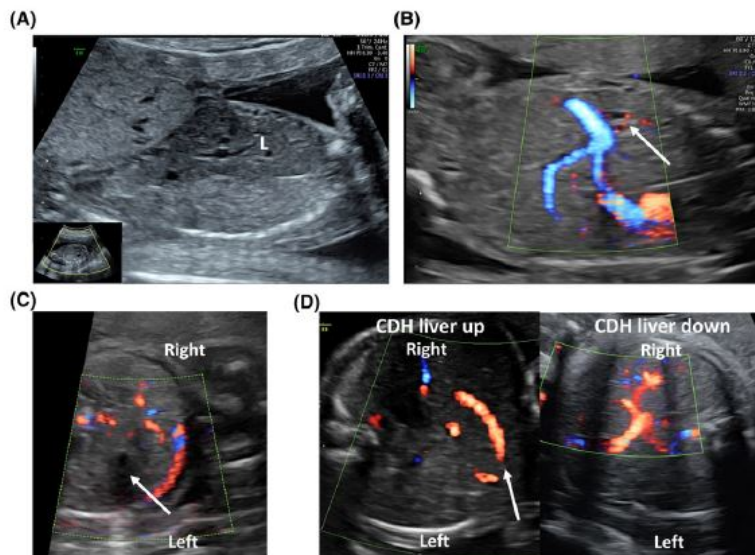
Ultrasound evidence of liver herniation in left-sided congenital diaphragmatic hernia (CDH) cases. A, Sagittal section of the fetal abdomen and thorax demonstrating liver herniation (L). B, Visualization of the hepatic vessels above the diaphragmatic edge (arrow). C, The gallbladder (arrow) is identified as a Doppler-negative, anechoic structure inside the liver. As a consequence of the herniation and rotation of the liver, the gallbladder is visualized on the left side of the abdomen. D, Bowing of the umbilical segment of the portal vein towards the left side (arrow); the same section from a CDH fetus without liver herniation is provided on the right for comparison
